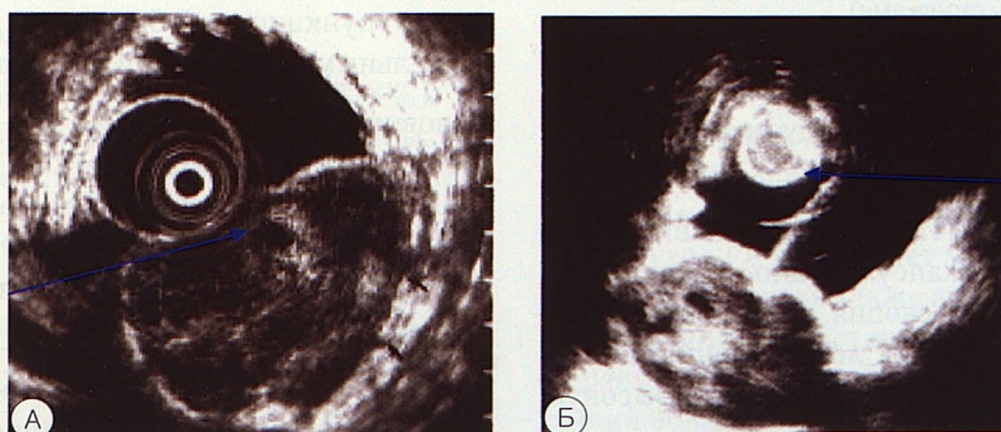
Эндосонография. А – ГИСО желудка; Б – тонгоигольная пункция под контролем эндоУЗИ (обозначены стрелками)
